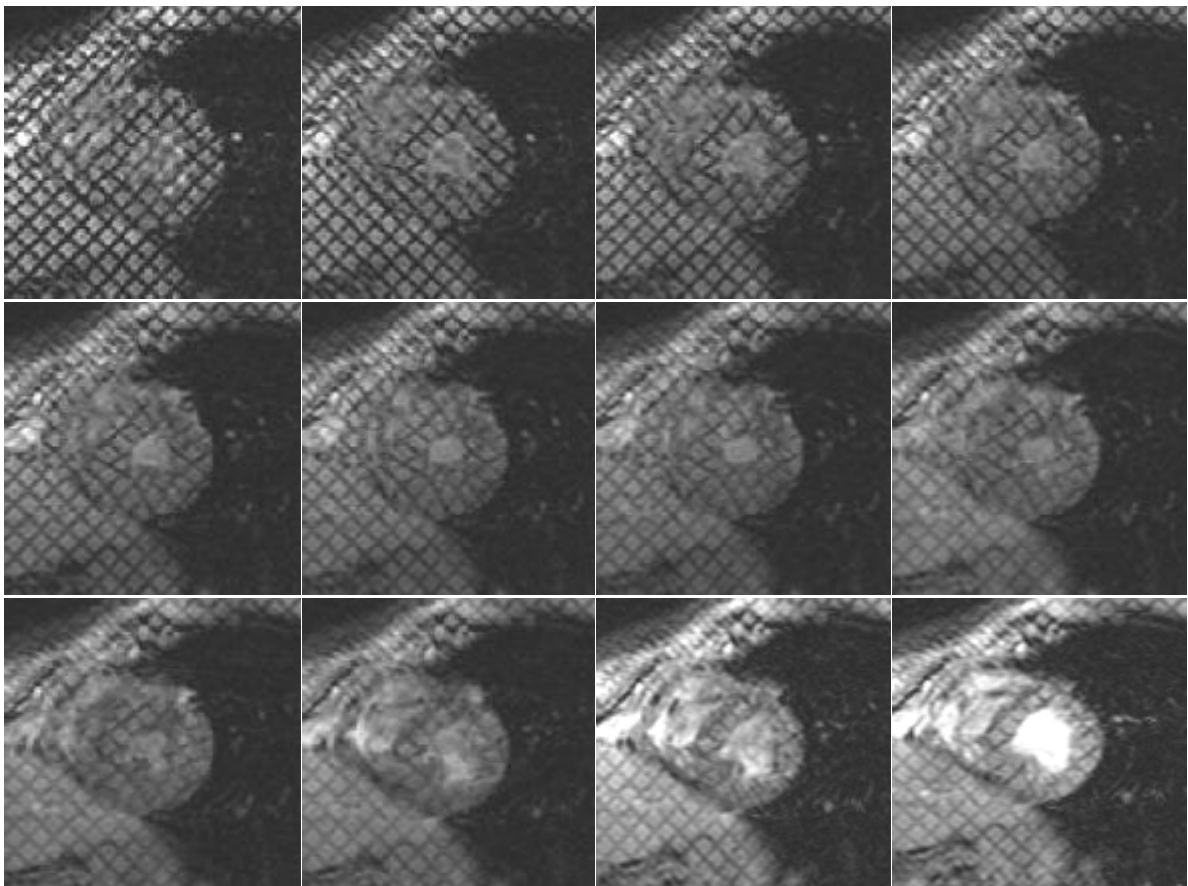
12 premières images d'une séquence temporelle d'IRM marquée sur une coupe médiane, obtenue au CHU d'Angers
